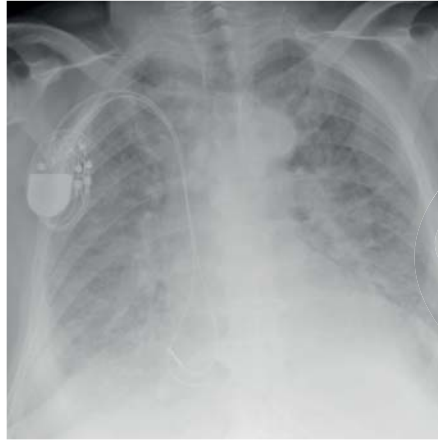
Röntgen-Thorax. Schweres kardiales Lungenödem mit auslaufenden Pleuraergüssen, Kardiomegalie
